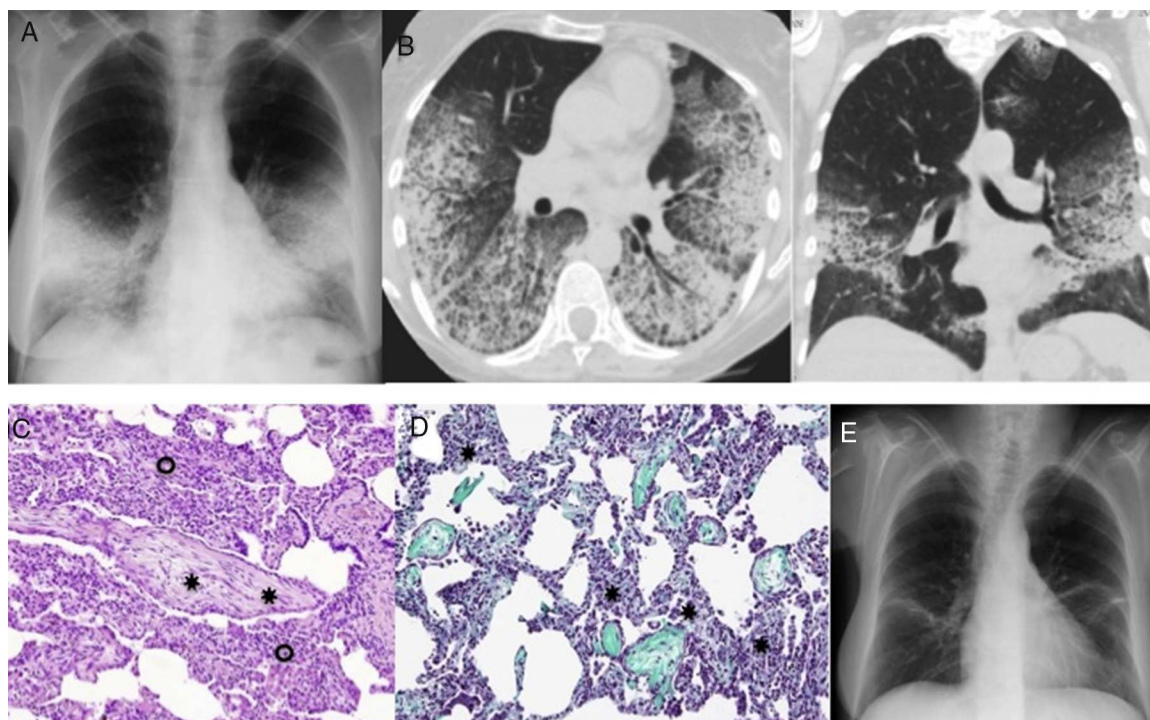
Presentación radiológica y patológica sugestiva de neumonía organizativa. A) Radiografía posteroanterior de tórax que muestra zonas de aumento de densidad acompañadas de engrosamientos septales reticulares de predominio basal. B) Tomografía computarizada de tórax, en ventana de pulmón, axial y coronal, con áreas de atenuación en vidrio deslustrado con engrosamiento de septos interlobulillares (patrón en empedrado), de predominio en lóbulos inferiores. C) Tejido pulmonar teñido con hematoxilina-eosina ($\times 125$), con inflamación intersticial (aros negros) y ocupación de los bronquiolos terminales y de los ductos alveolares por tejido de granulación polipoideo (estrellas negras). D) Tejido pulmonar, tinción de colágeno con tricrómico de Masson ($\times 125$), con septos interalveolares marcadamente engrosados, infiltración por linfocitos y células plasmáticas y espacios alveolares ocupados por linfocitos e histiocitos multinucleados (estrellas negras). E) Radiografía posteroanterior de tórax de la misma paciente, 6 meses después de iniciado el tratamiento con corticosteroides, en la que se evidencia una marcada mejoría, persistiendo únicamente atelectasias laminares.
